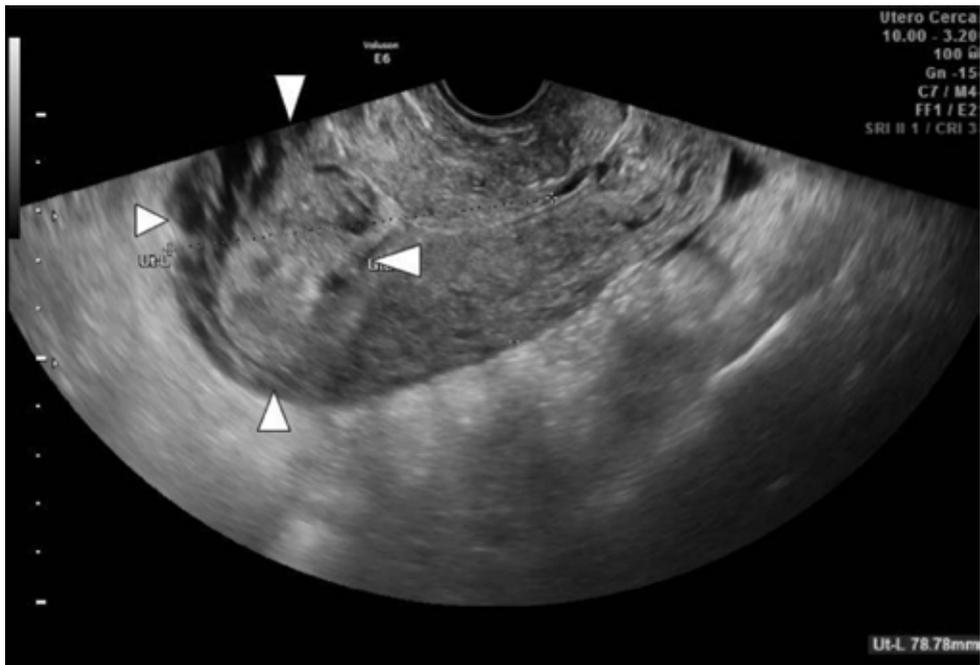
Ultrasonido útero corte sagital: imagen heterogénea de límites imprecisos, con áreas hipocogénicas, irregulares en miometrio, cercana al fondo (Caso 1).
